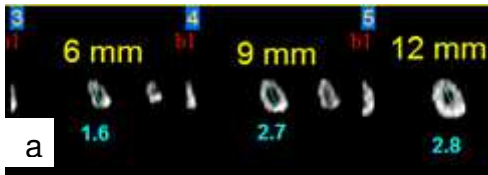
(a) - Tomografia do canal anatômico da amostra 9
